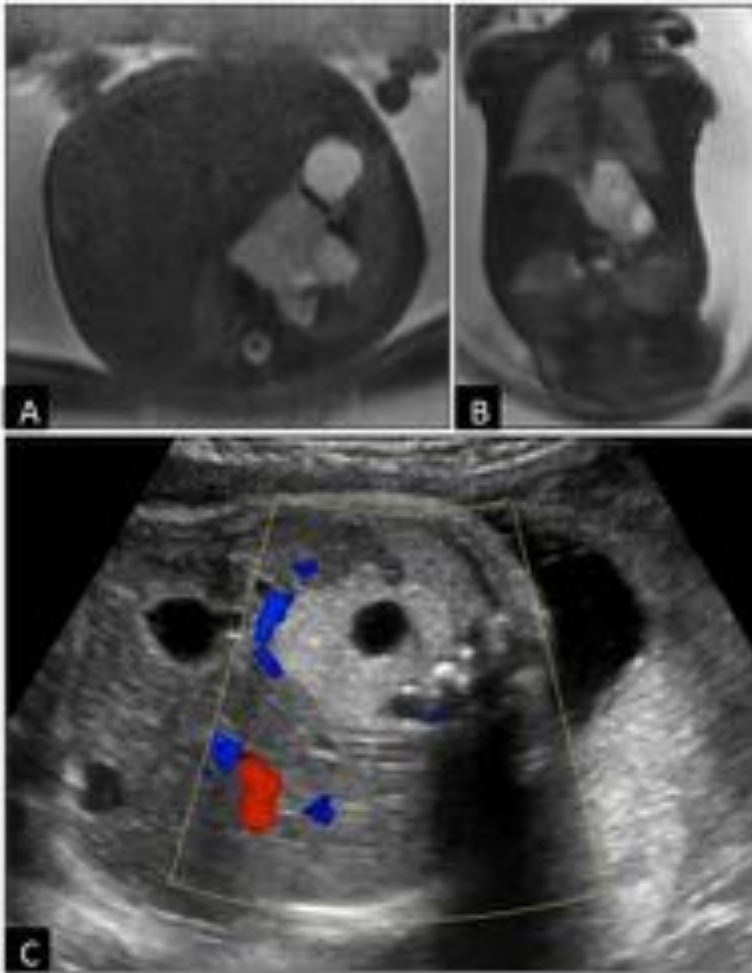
Secuestro pulmonar extralobar intraabdominal en un feto de 30 semanas de gestación. A. Axial T2 SSFSE, B. Coronal T2 SSFSE y C. Equivalencia ecográfica. Masa sólido-quística en el retroperitoneo superior izquierdo, que cruza mínimamente la línea media. En Doppler color muestra vascularización periférica; fue difícil demostrar un vaso de aporte sistémico desde la aorta.
